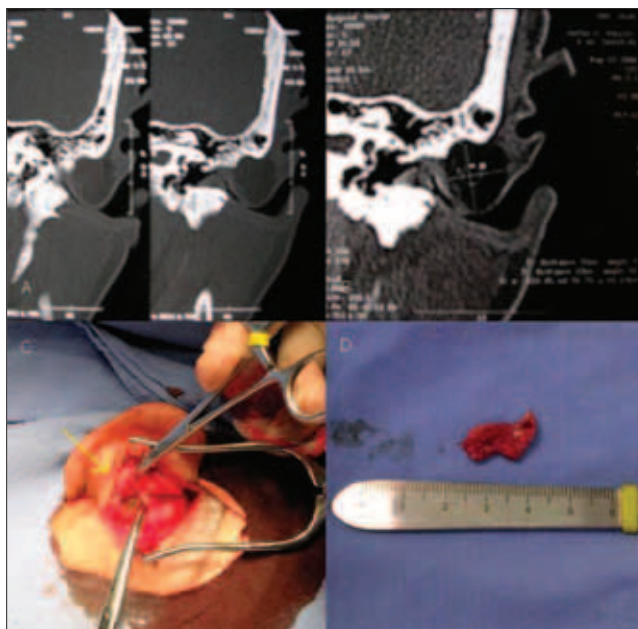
A,B. Tomografia computadorizada de mastóide - coronal. Formação ovalada com densidade de gordura medindo 1,5 x 1,2 cm de permeio aos tecidos moles. C. Incisão retroauricular com pavilhão auricular rebatido anteriormente (seta amarela), aspecto intra operatório do conteúdo citrino. D. Aspecto macroscópico da peça cirúrgica.
